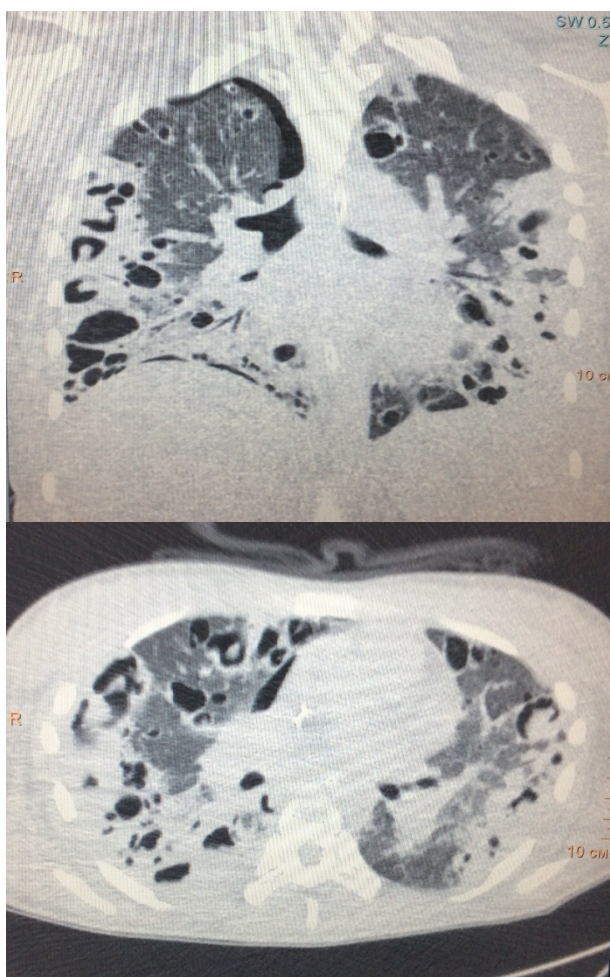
Компьютерная томограмма легких на 17 сутки пребывания в ОРИТ
